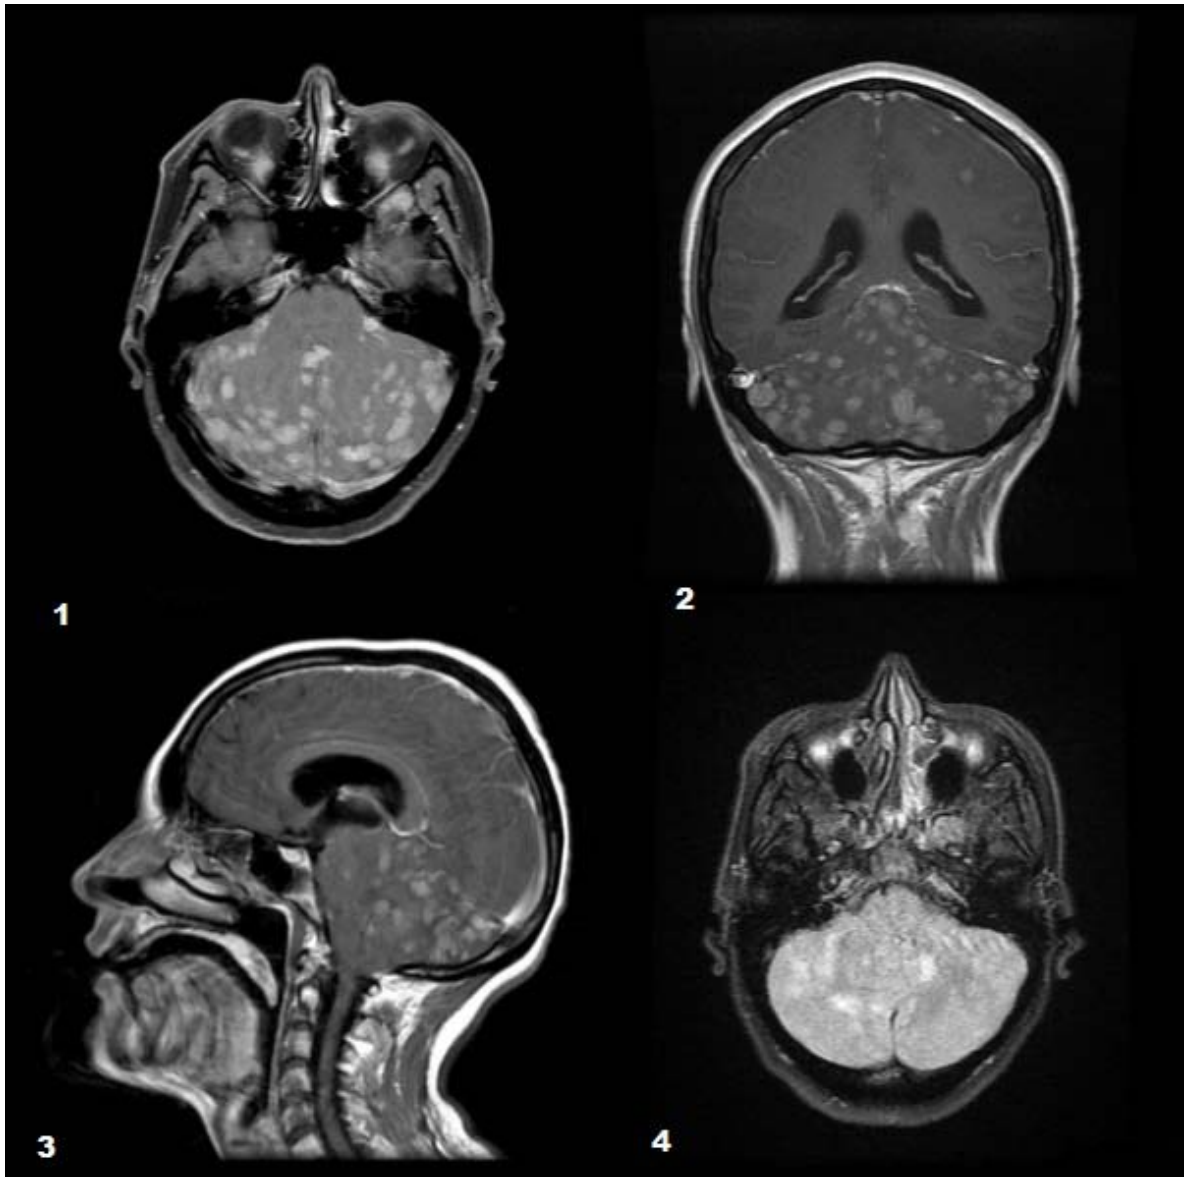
IRM (Métastases cérébrales d'un cancer du sein): 1. Axial T1 C+ avec saturation de la graisse 2. Coronal T1 C+ avec saturation de la graisse 3. Sagittal T1 C+ avec saturation de la graisse 4. Axial Flair
